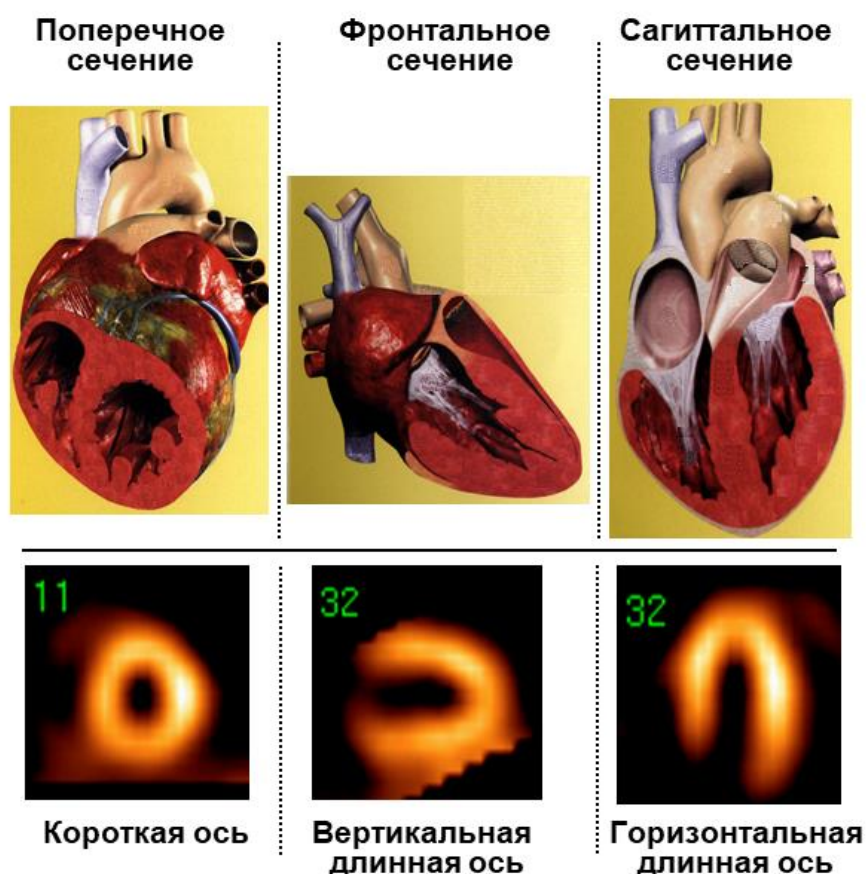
Томографические миокардиальные срезы, выполненные по короткой, вертикальной длинной и горизонтальной длинной осям ЛЖ.
